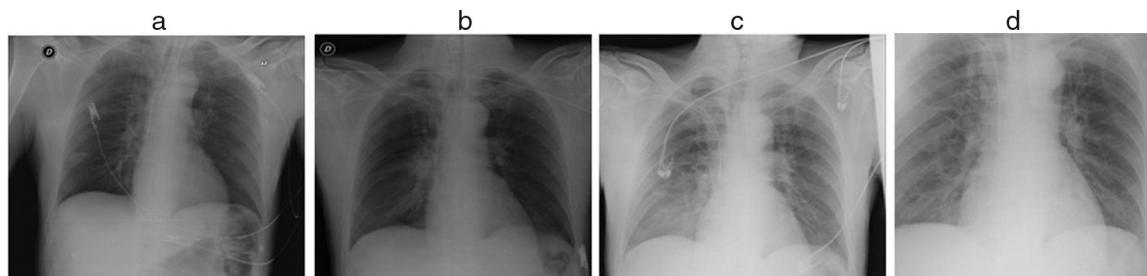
Secuencia evolutiva de la radiografía de tórax, a. Día 1, tras primera extracción de material arenoso con FBC, b. Día 3, infiltrado perihiliar y basal derecho, c. Día 5, infiltrado alveolointerstitial basal derecho, d. Día 6, infiltrado alveolointerstitial bilateral que respeta áreas periféricas.
